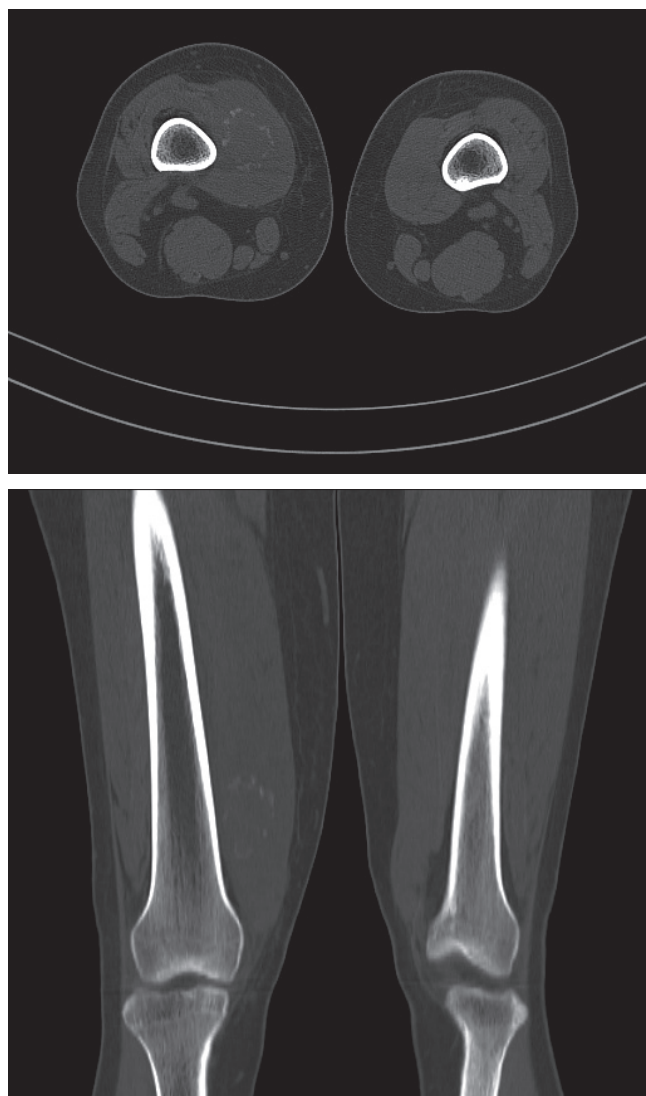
Рентгеновская компьютерная томография, аксиальный срез (2.1) и коронарная реконструкция (2.2)
